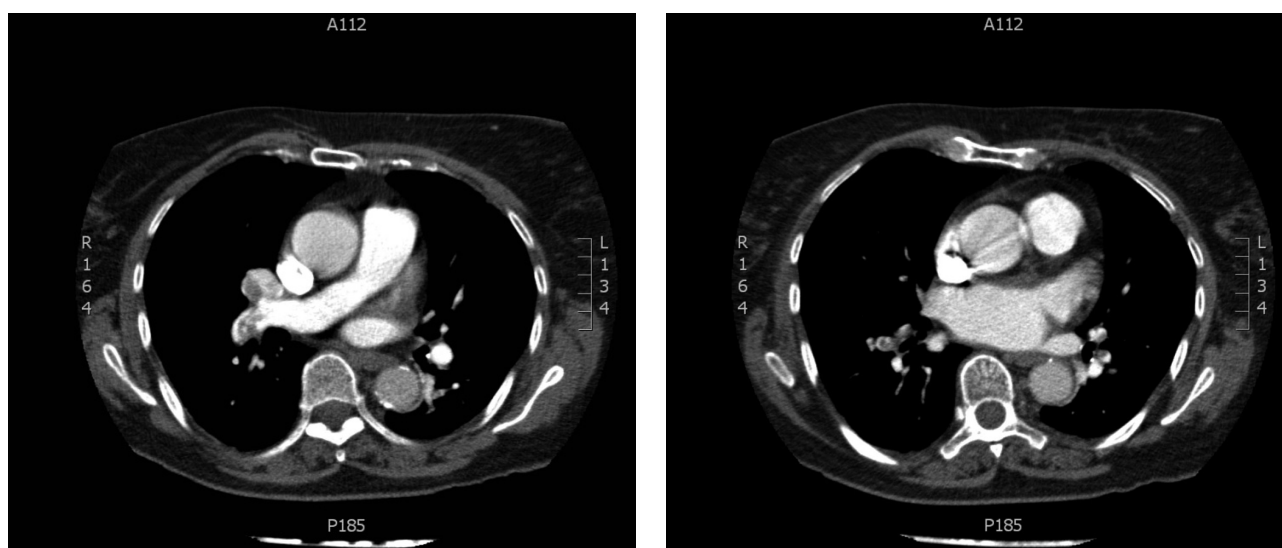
Angio-TC polmonare: embolia polmonare bilaterale delle diramazioni segmentarie.
